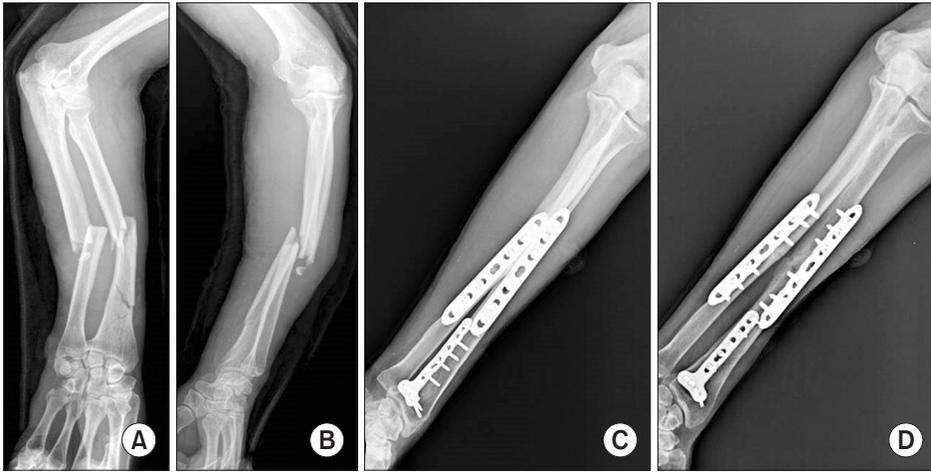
(A, B) Preoperative radiographs showing a radius segmental fracture and ulna midshaft fracture. (C, D) Bony union postoperative 6 months.
